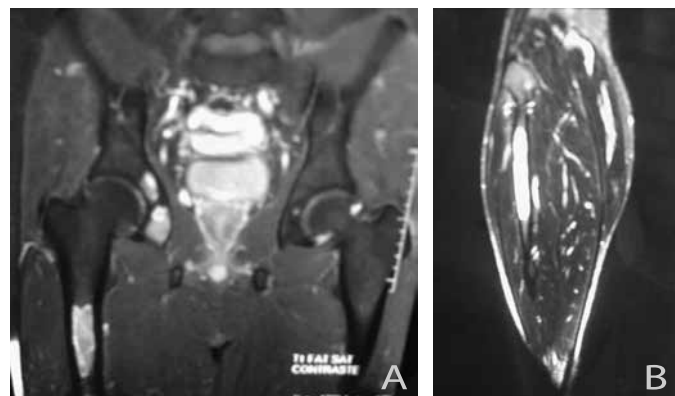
Ressonância magnética da pelve, com lesões no fêmur proximal e ísquio direito (A) e na fíbula direita (B), insuflativas, de hiperssinal em T2.
